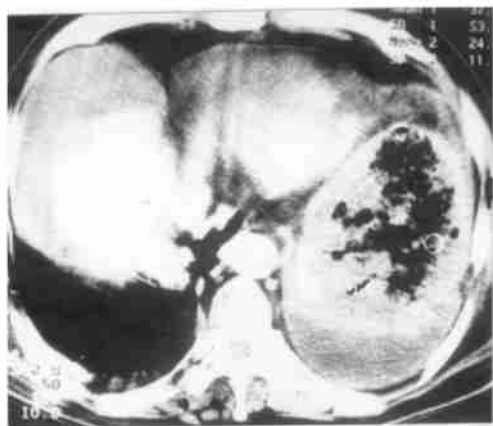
脾栓塞后 3 周高热不退, CT 示脾脏内大片坏死积气征象
